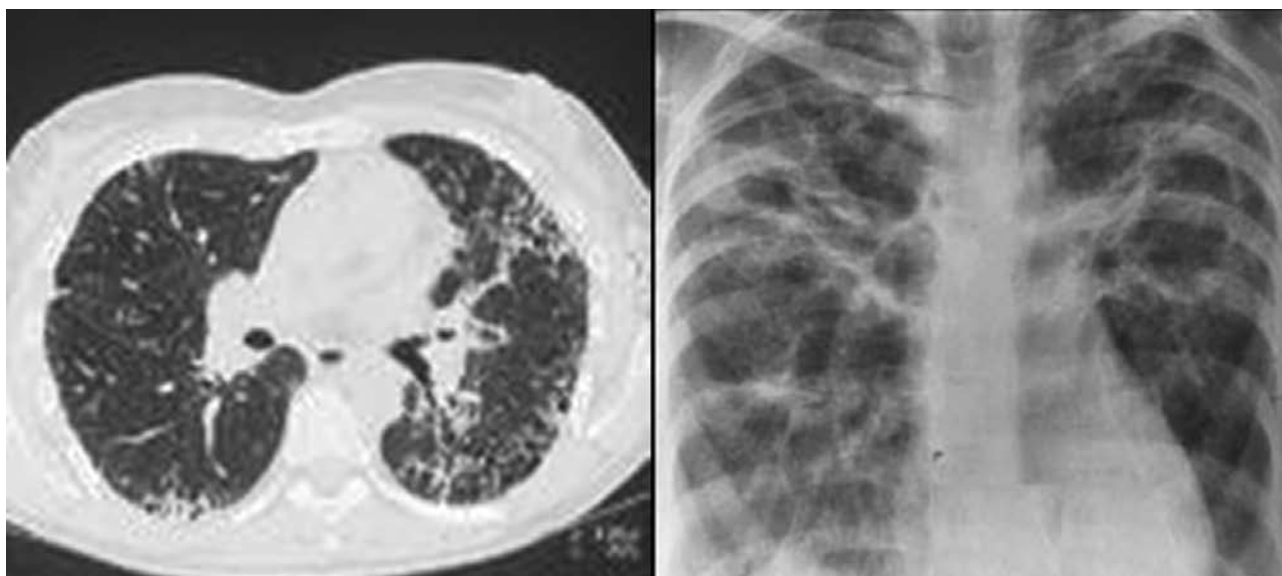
Pulmonary fibrosis after the use of amiodarone. Chest CT showing bilateral diffuse alveolar and reticular shadows with lung volume diminution on CT. Chest MRI with infiltrations and ground glass appearance.
